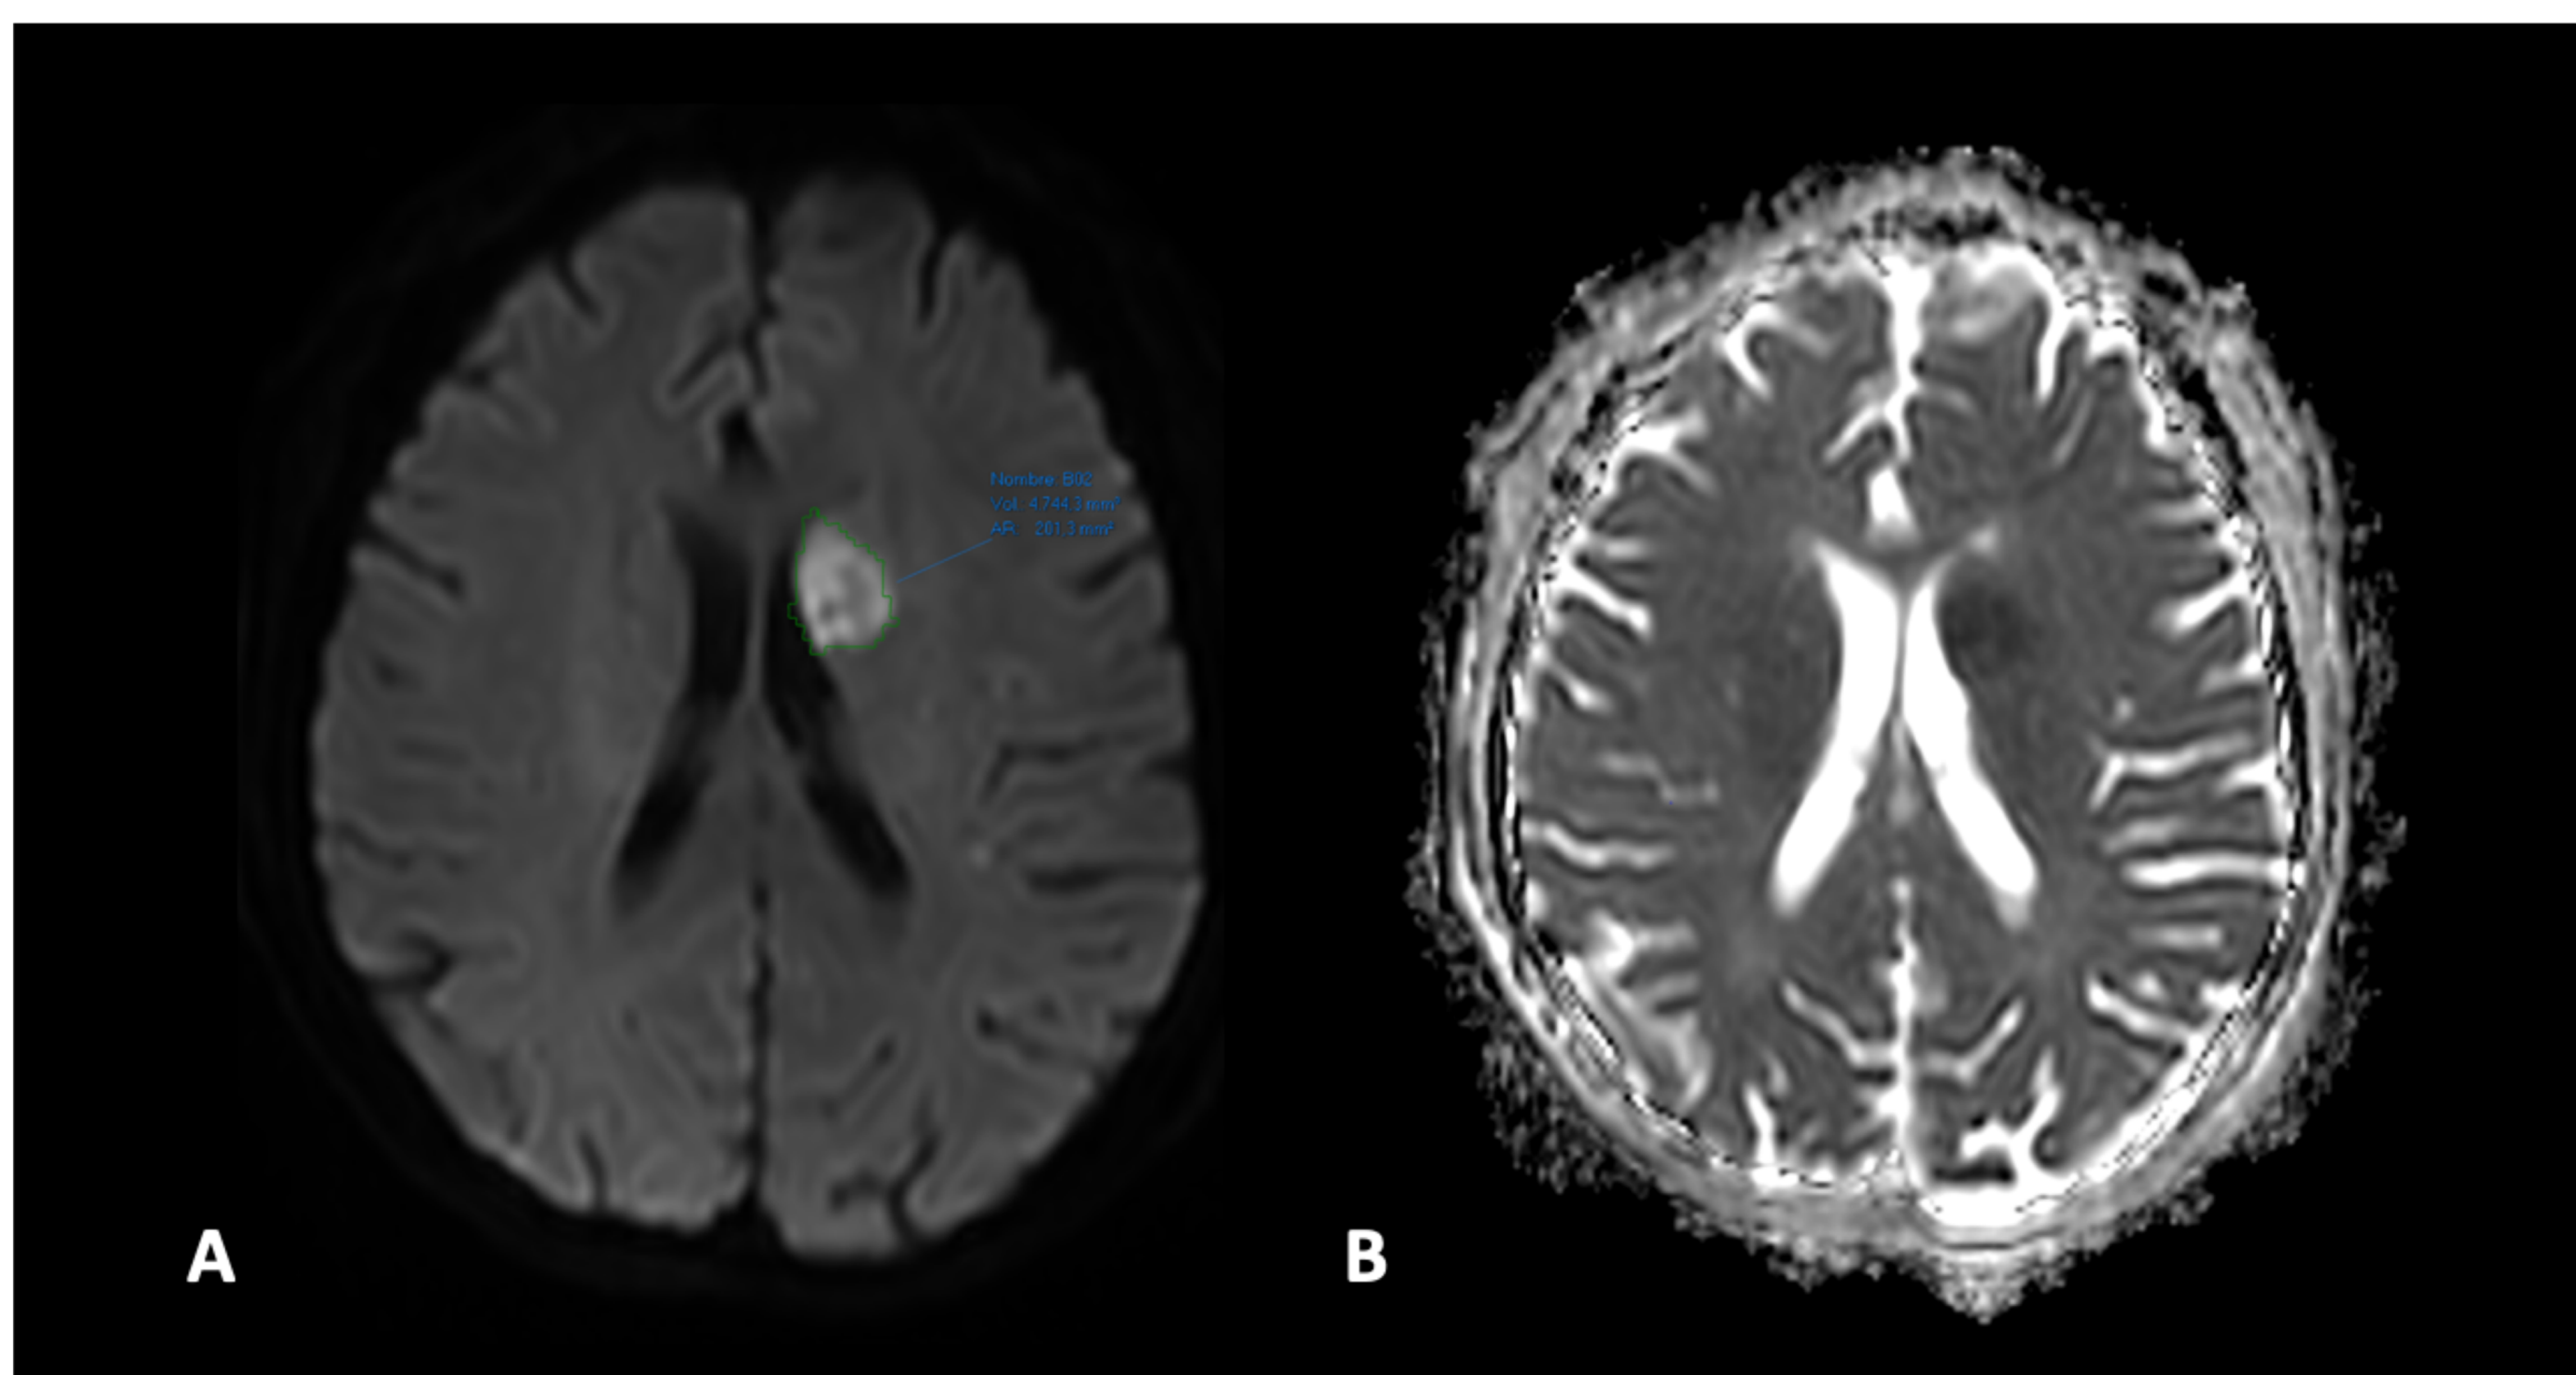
RM secuencias DWI (A) y mapa ADC (B). Ejemplo de segmentación semi-automática en paciente con oclusión de arteria cerebral media izquierda e Infarto isquémico agudo en cabeza del núcleo caudado izquierdo. Volumen de infarto de unos 0,2 ml.
